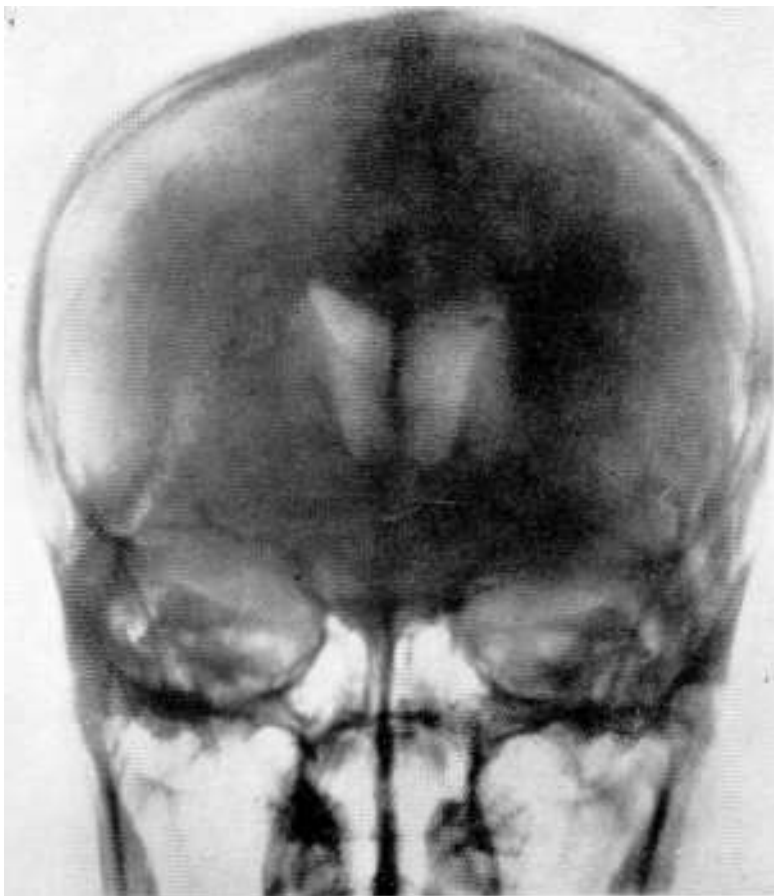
R. S. Obser. 3. Encefalografía lumbar. Radiografía película - occipital.
